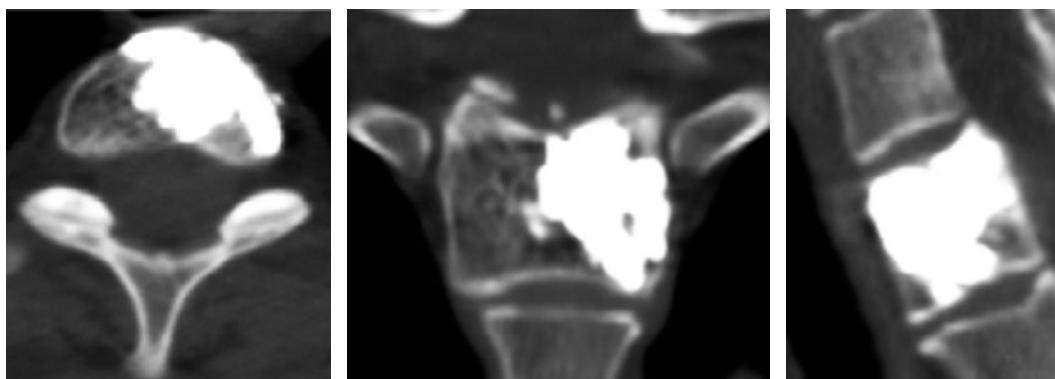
手术后对患者 V 脊椎 Th_1 的 CT 扫描
